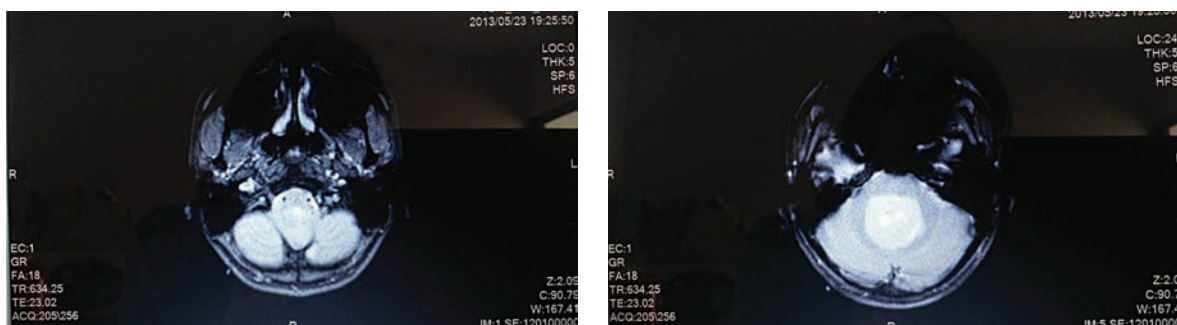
Magnetic resonance imaging brain demonstrating large heterogenous intraventricular mass in the enlarged fourth ventricle size about 3.5 x 3.6 x 4.1 cm in AP,transverse and CC dimensions respectively.
